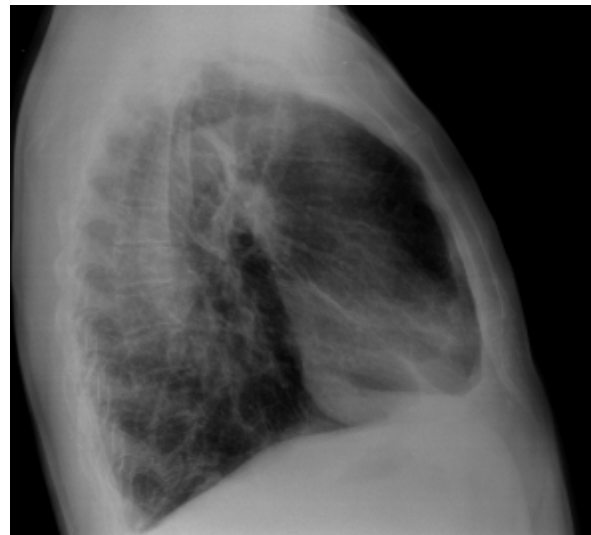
Radiografía de tórax en proyección lateral con signos de atrapamiento aéreo.
